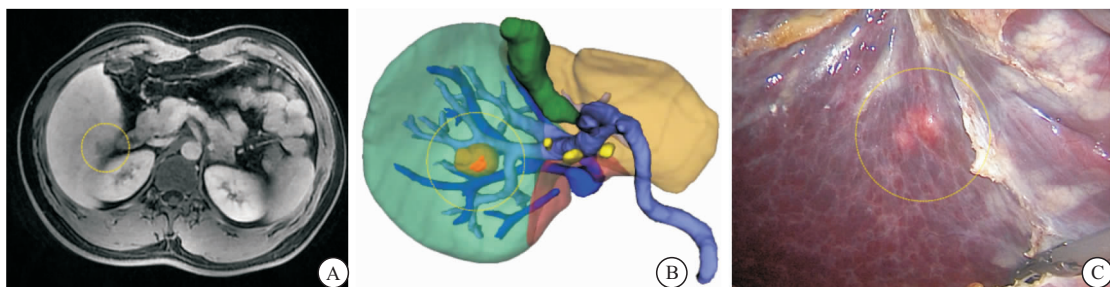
同一患者的 MRI 横断面, 三维重建和术野
